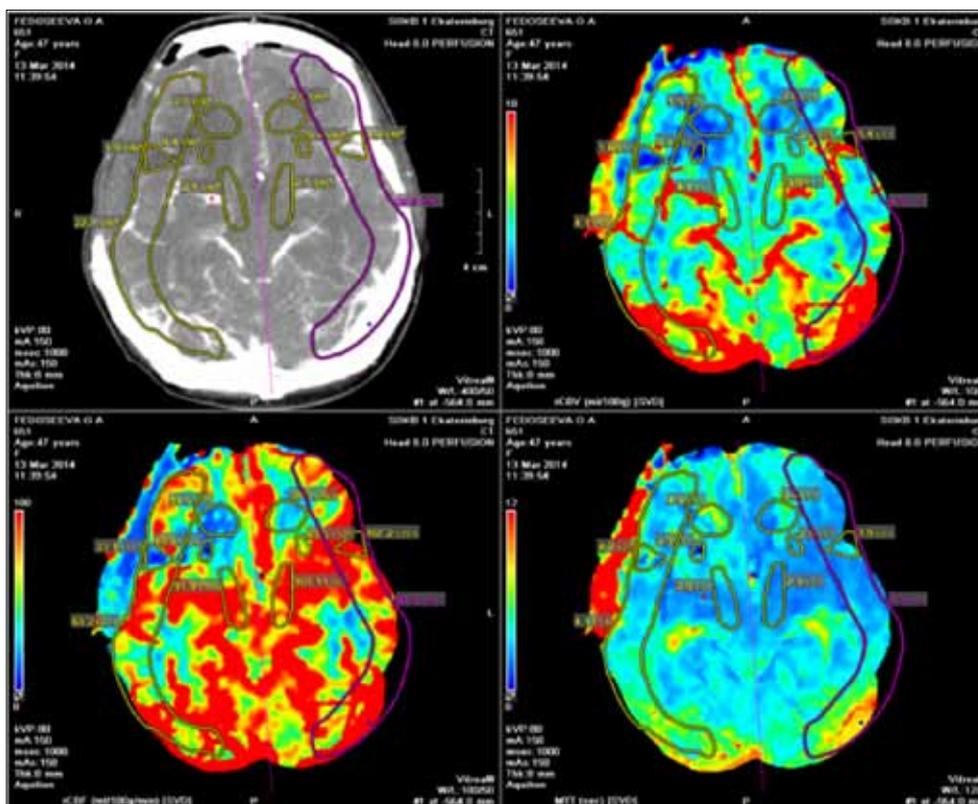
Показатели церебральной перфузии
